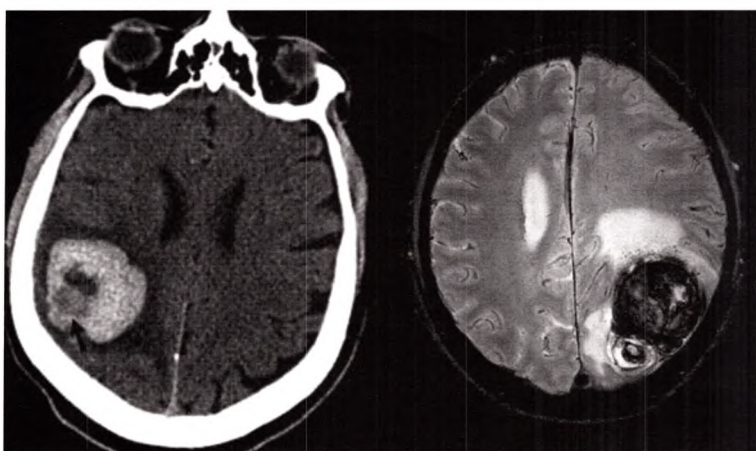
C À gauche, scanner sans injection de produit de contraste : hyperdensité spontanée pariétale droite (hématome), accompagnée d'une hypodensité centrale (tumeur) et périlésionnelle (œdème); il s'agit d'une métastase hémorragique de mélanome. À droite, IRM en séquence écho de gradient : hyposignal marqué, pariétal gauche (hématome), accompagné d'un œdème périlésionnel devant faire suspecter une tumeur sous-jacente ayant saigné.
